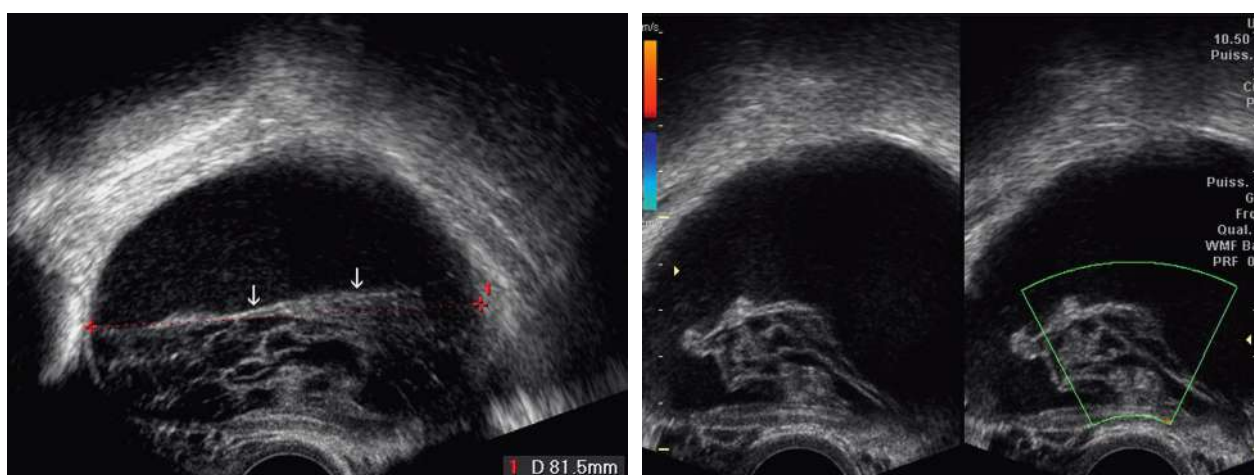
Kyste lutéal hémorragique. a. Corps jaune kystique de 8 cm. Niveau de sédimentation et organisation du caillot intrakystique formant une fausse cloison (→). b. Organisation et rétraction du caillot formant une fausse végétation. L'éclairage Doppler est négatif dans le caillot alors que l'on retrouve un flux en périphérie du kyste.
